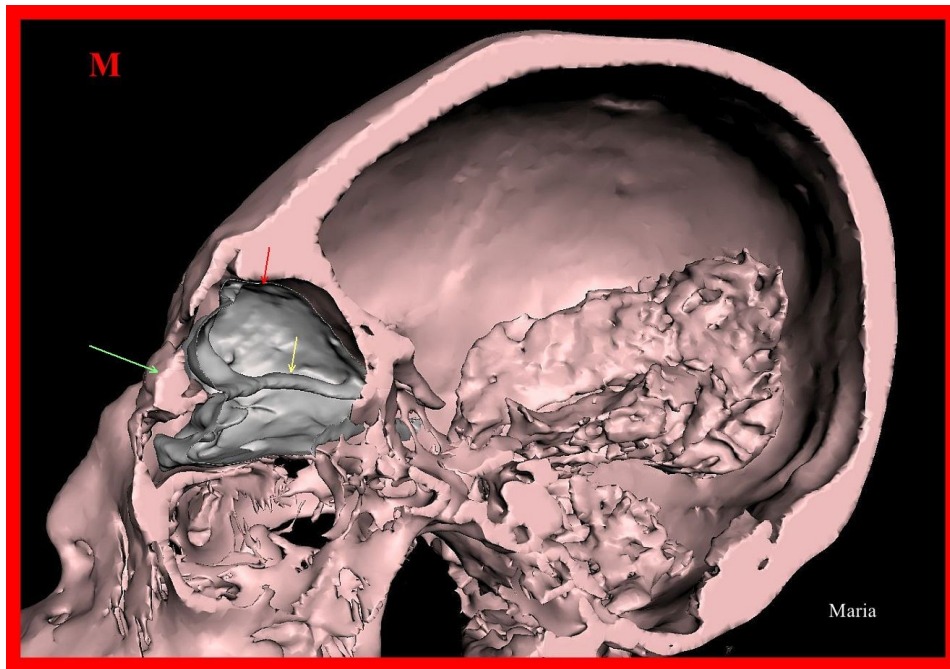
TC 3D seccionada del cráneo de 'Maria' que muestra la cara inclinada, la órbita izquierda y la frente. La órbita agrandada y distorsionada contiene una gran estructura ocular remanente (flecha roja) con canal hialoideo central en forma de cordón (flecha amarilla). Los párpados izquierdos (flecha verde) están hinchados, presumiblemente por trauma. También se observa tejido cerebral residual dentro del cráneo.
